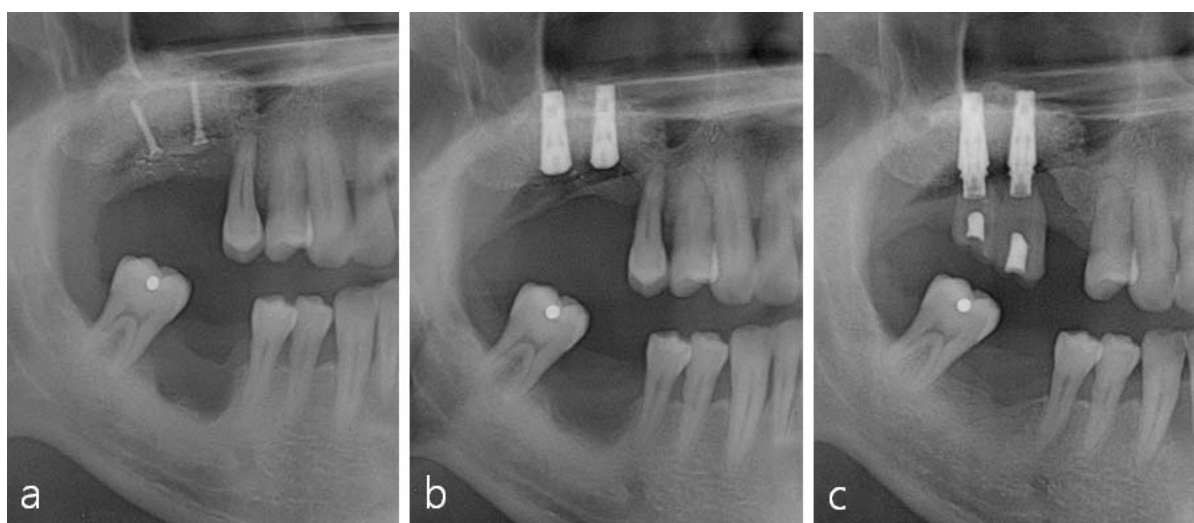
Radiographic images a. post-operative panoramic radiograph after GBR, b. post-operative panoramic radiograph after implant placement, c. 6 years post-operative panoramic radiograph.
